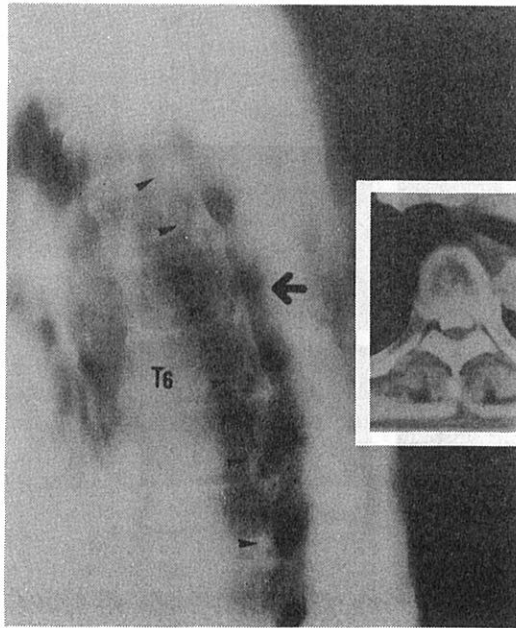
Fifty percent occlusion calculated by CT. The patient had no significant neurological findings (Case 1).
